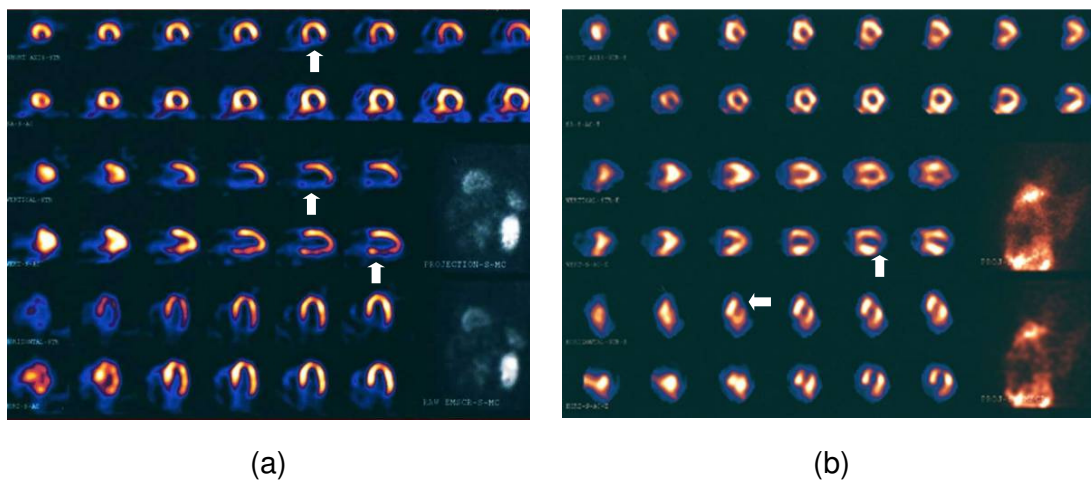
(a) Cortes tomográficos de SPECT cardíaco, onde ocorreu atenuação diafragmática e, (b) Cortes tomográficos de SPECT cardíaco, onde ocorreu atenuação devido à mama. As setas nas imagens indicam algumas áreas que sofreram atenuação.
